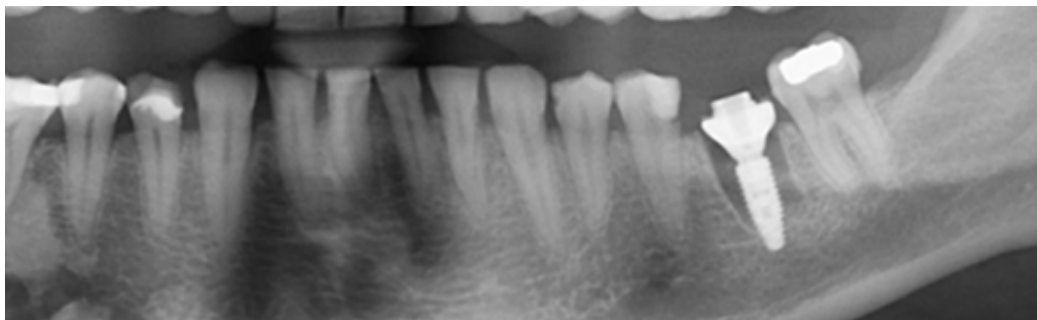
Radiographie rétro-alvéolaire confirme le bon positionnement de l'implant et du pilier SSA-GF
